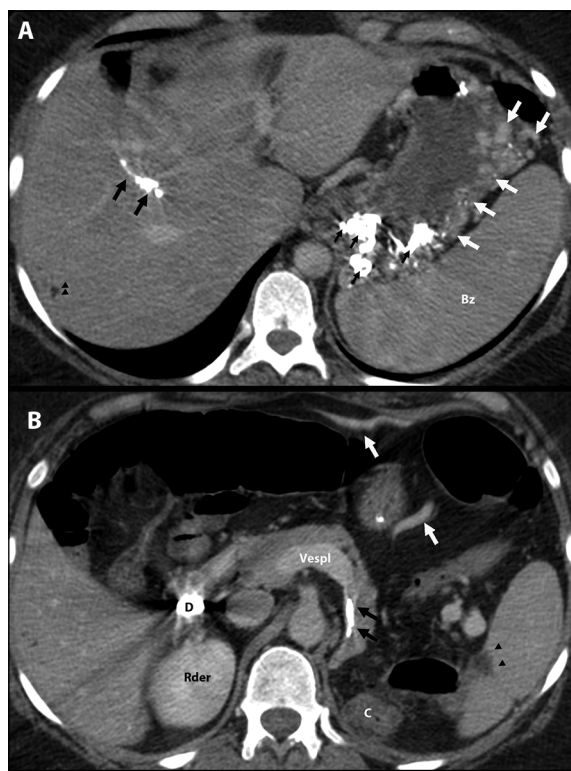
Imagen axial de TC de abdomen con contraste EV. A) Múltiples dilataciones venosas varicosas en el espesor de la pared gástrica (flechas blancas). Algunas de estas estructuras vasculares presentan contenido espontáneamente hiperdenso (flechas negras pequeñas), en relación con cianoacrilato. Destaca además, la migración de cianoacrilato a rama anterior de la vena porta derecha (flechas negras). Observe la presencia de aisladas imágenes aéreas en sistema venoso portal (cabezas de flecha). Bazo aumentado de tamaño (Bz); B) En una imagen más caudal no se evidencia riñón izquierdo, y en lecho quirúrgico renal se sitúa el colon (C). El tercio medio de la vena esplénica presenta marcada reducción de calibre con cianoacrilato en su interior (flechas negras). Vasos de circulación colateral en relación a la curvatura mayor gástrica (flechas blancas). Infarto esplénico (cabezas de flechas). Duodeno (D) con cianoacrilato en su interior. Riñón derecho (Rder). Vena esplénica (Vespl).
